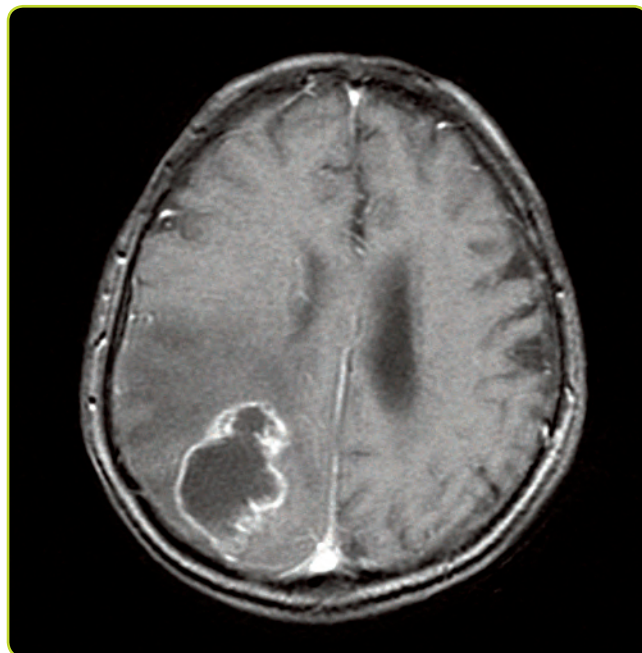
Glioblastoma multiforme. RM axial (T1) con gadolinio que muestra una masa con necrosis central y realce periférico en el hemisferio derecho, que comprime el ventrículo lateral adyacente. Existe edema alrededor de dicha lesión.
